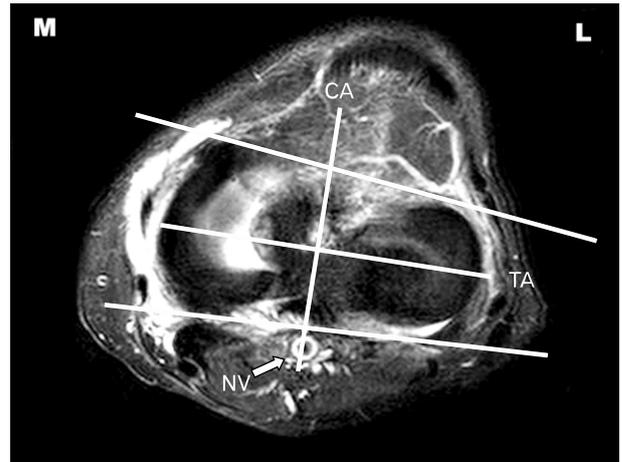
Axial MRI scan of left knee. It should be noted that the central axis (CA) bisects the neurovascular (white arrow). M: medial, L: lateral, NV: neurovascular.
